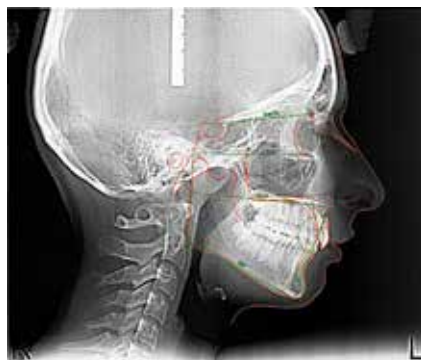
Фото расшифровки телерентгенограммы пациентки Д., 16 лет, диагноз: дистальный прикус (у пациентки по данным расшифровки ТРГ наблюдается ретроположение только зубоальвеолярной части на НЧ  $12^\circ$  при ретрузии верхних центральных резцов — на  $10^\circ$  и протрузии нижних резцов — на  $15^\circ$ , что компенсирует сагиттальную щель, угол  $T=30^\circ$ )
